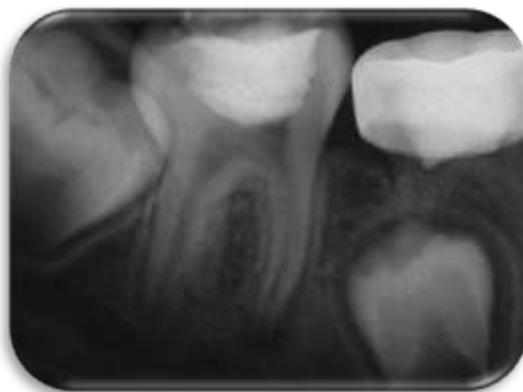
Cliché radiographique rétroalvéolaire après la pose de la reconstruction coronaire définitive, d'après Bogen et coll., J Am Dent Assoc, 2008
